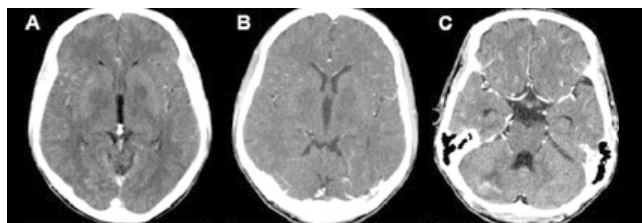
Imagens selecionadas das tomografias computadorizadas (TC) de crânio realizadas pelo paciente:
